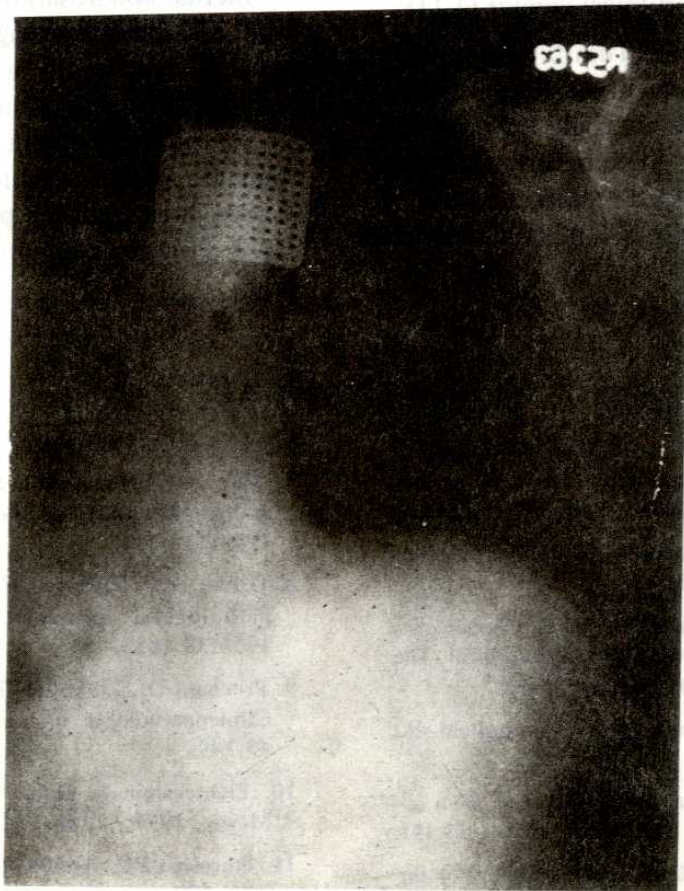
Sternal kondrosarkomali hastanın preoperatif PA Akciğer grafisi
